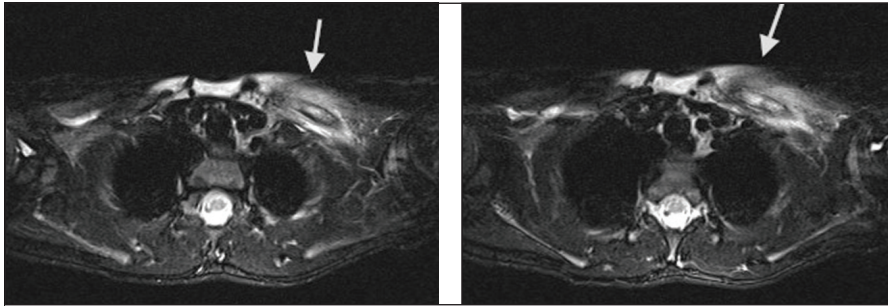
RM in proiezione coronale. È riconoscibile una netta iperintensità di segnale del terzo medio-proximale della clavicola sinistra fino in prossimità della sua articolazione sternale. Inoltre è visibile una falda iperintensa lungo il decorso della diafisi clavare, in presumibile sede periosteale. Si apprezza un cospicuo ispessimento dei tessuti molli periclavari (iperintensi in figura). Discreta impregnazione del mezzo di contrasto anche delle porzioni più craniali e mediani del muscolo pettorale.
